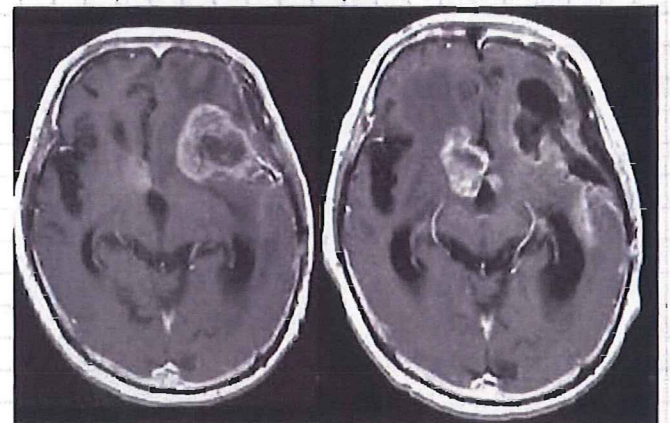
pseudoprogressionのMRI像
